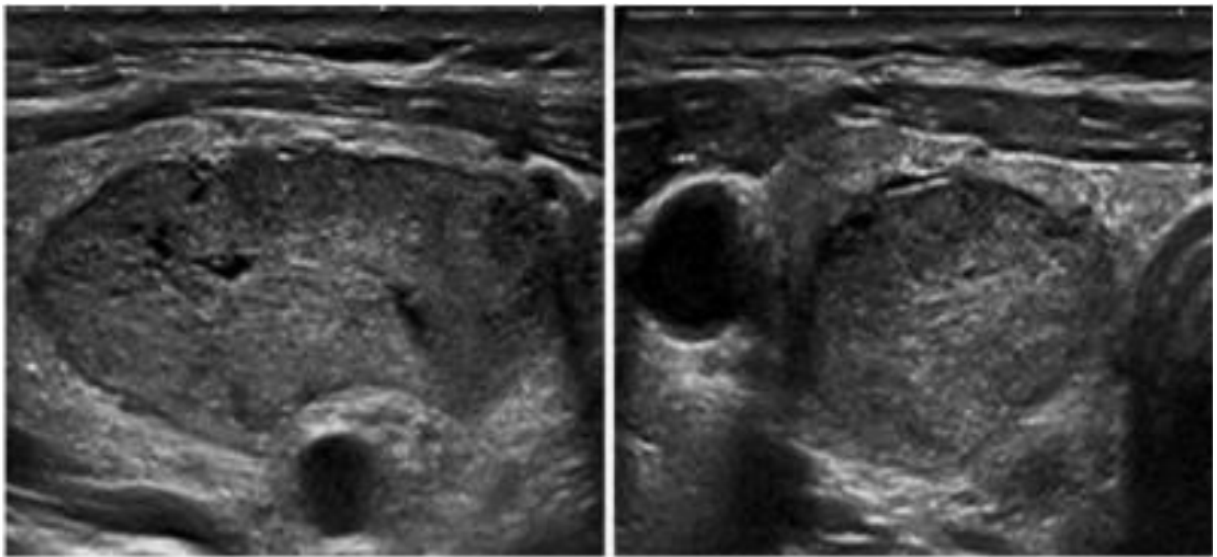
Aspect échographique EUTIRADS 4 : Nodule légèrement hypoéchogène de forme ovale et de limites régulière sans caractéristiques a haut risque. Coupe longitudinale (gauche) et coupe transversale (droite) [2].
